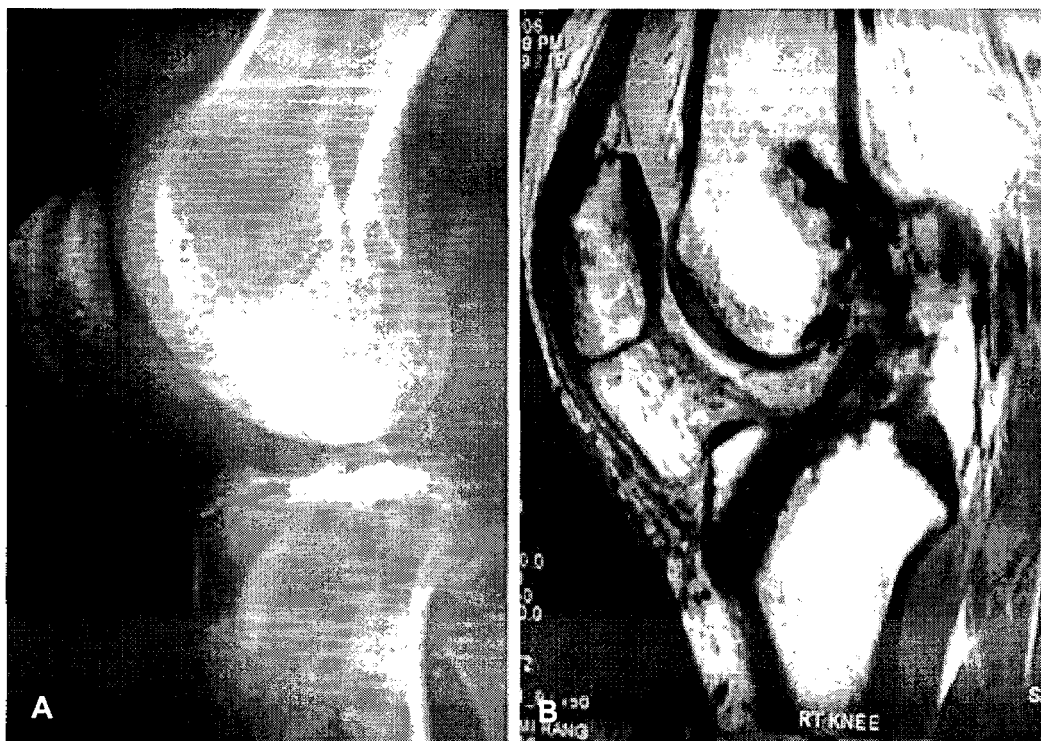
(A) Female 18 yrs old, POD 10 M, in the simple X-ray (B) No signal change around femur tunnel
